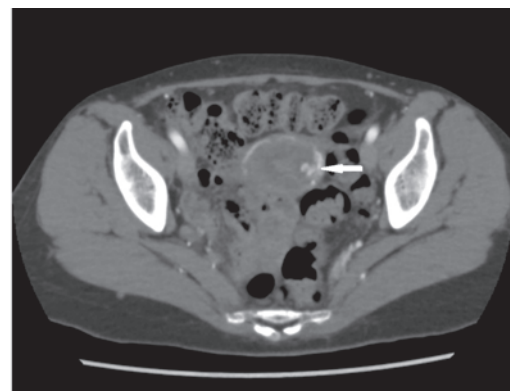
術後25日の腹部ダイナミックCT検査(水平断)
